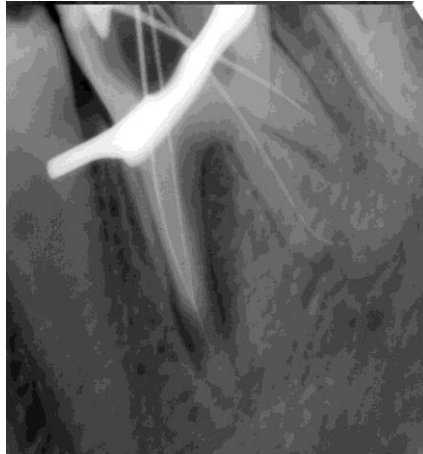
Radiographie limes en place pour déterminer la longueur de travail
